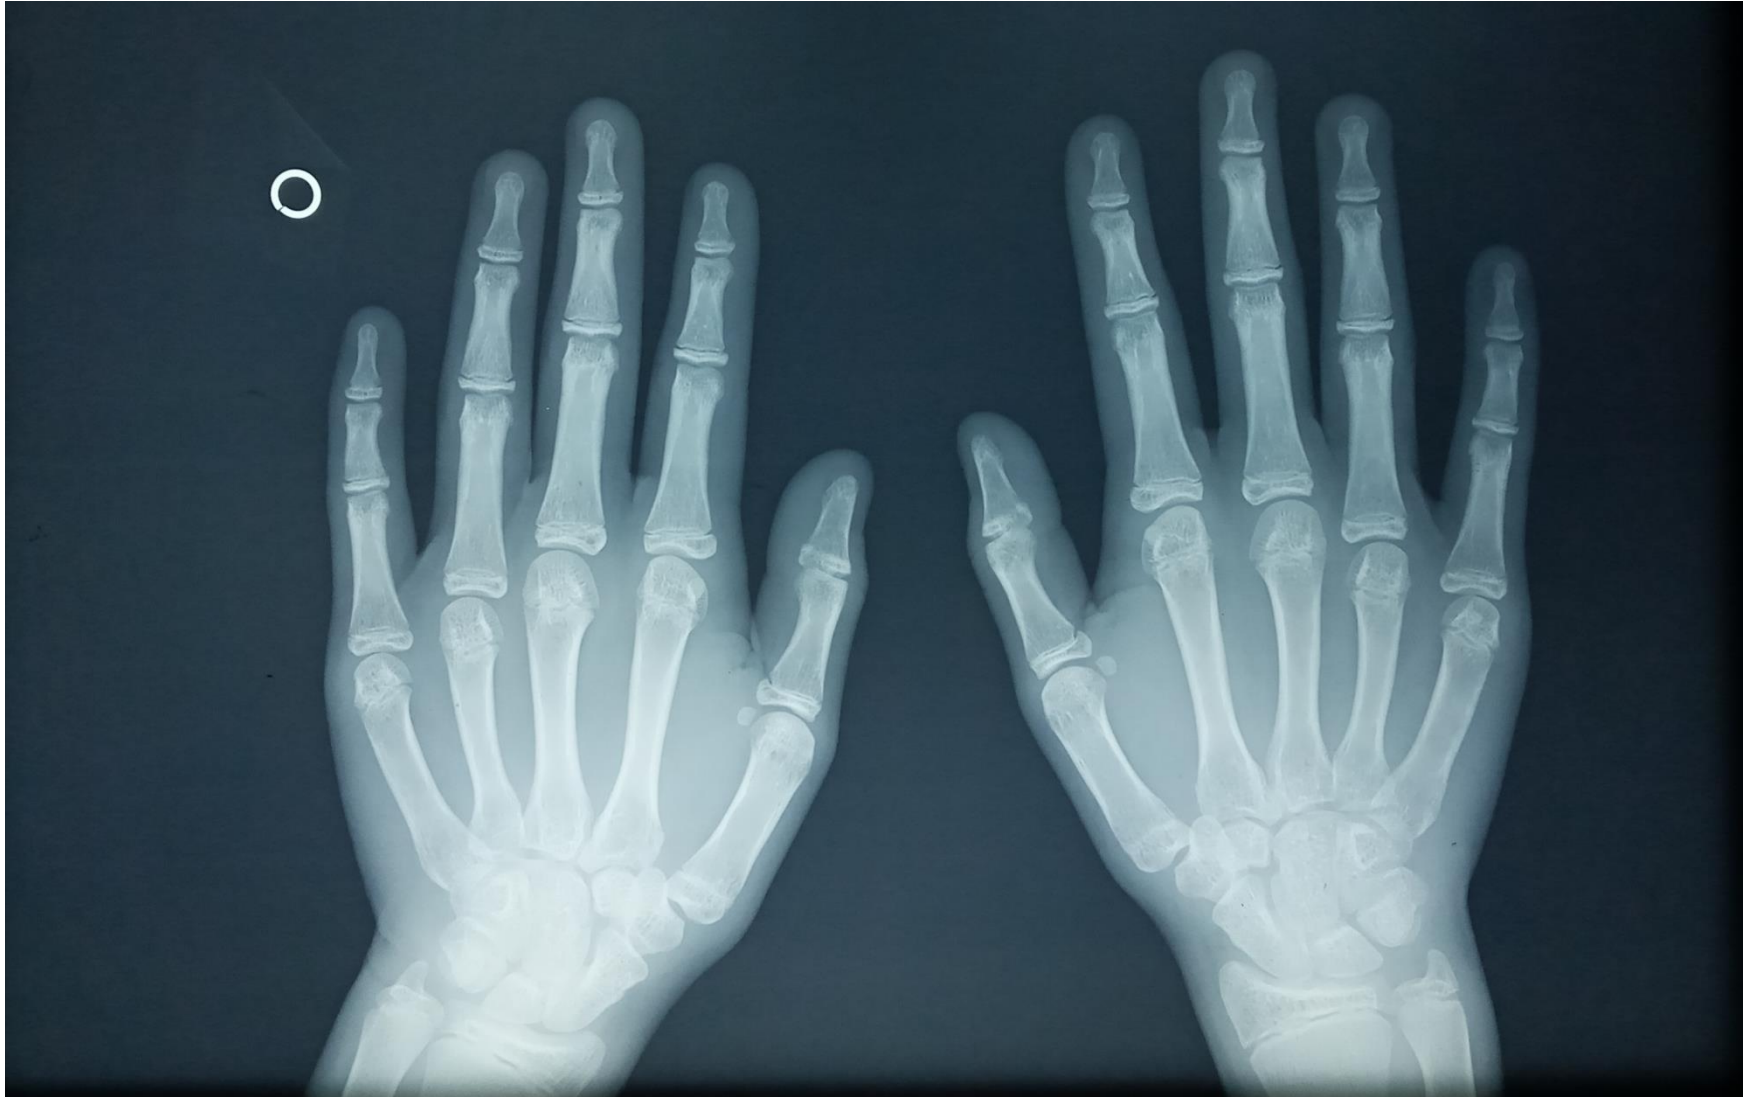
Radiografía carpal. Paciente de sexo femenino, nueve años, 4to. Estadio.*
